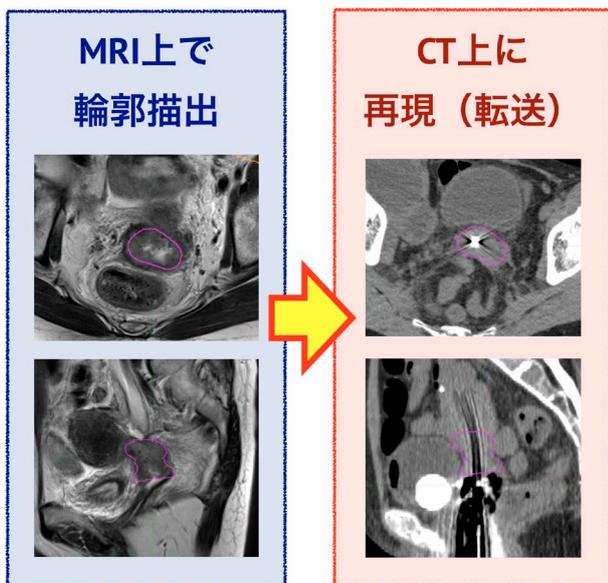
Defining a HR CTV on the planning CT image based on the deformable image registration. The structure on the upper left and lower left image is HR CTV contoured on the MRI (HR CTV_{MRI}). The structure on the upper right and lower right is HR CTV which is transformed from MRI based on "propagation", DIR technique
